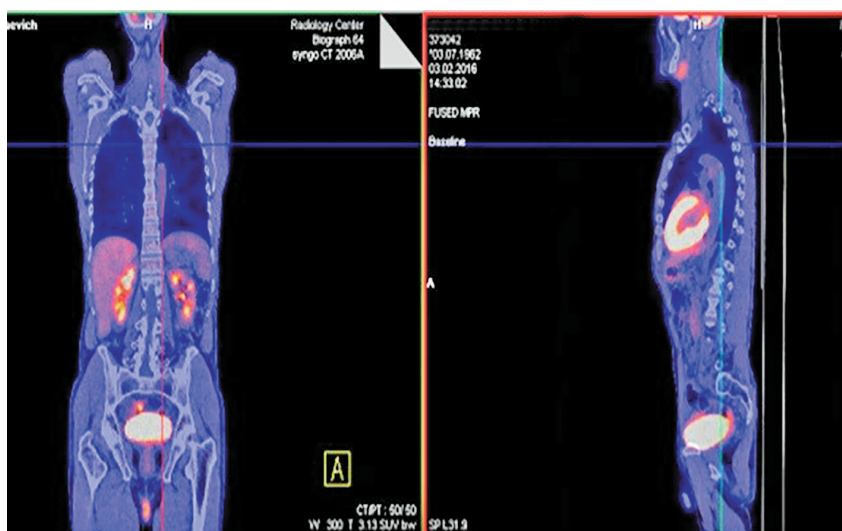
ПЭТ/КТ визуализация функции верхних и нижних мочевых путей в фазу наполнения мочевого пузыря (18F-ФДГ глюкоза) (собственные наблюдения)
